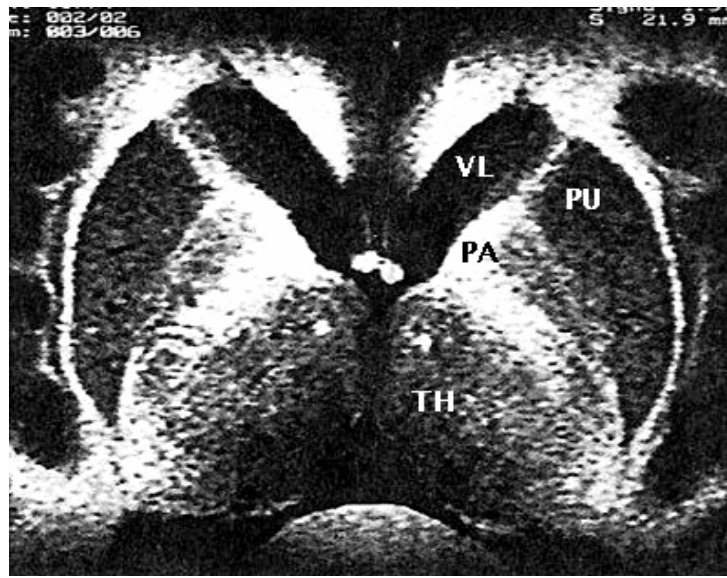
coupe IRM axiale mettant en évidence les signaux différents du putamen (PU) et du pallidum (PA).
